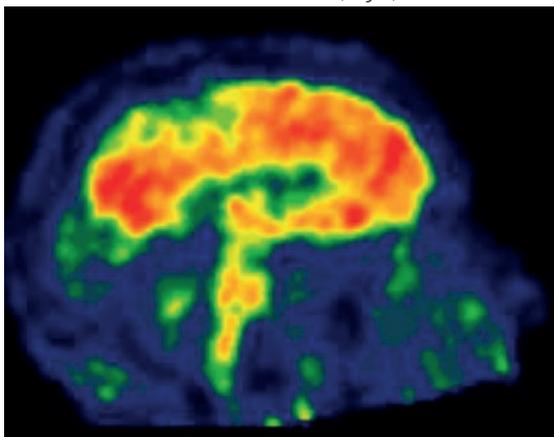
PET/CT PiB-C11 (a- Corte Sagital, imagem paramétrica SUVR, normalizada ao cerebelo). Corte sagital evidenciando aumento da deposição de peptídeo β -amilóide no córtex cerebral e estriado. (Componente CT não apresentado)
